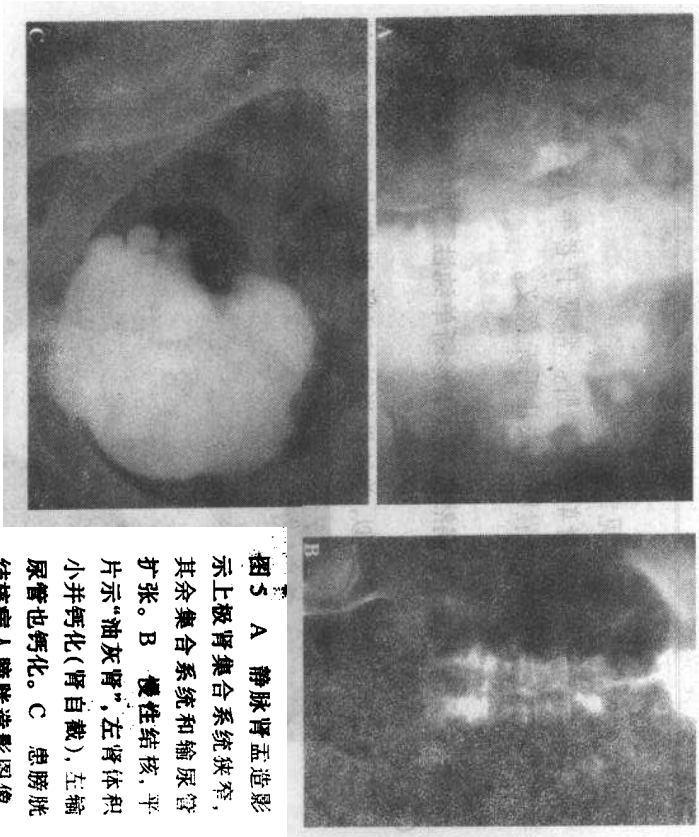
A 静脉肾盂造影示上极肾集合系统狭窄,其余集合系统和输尿管扩张。B 慢性结石,平片示“油灰肾”,左肾体积小并钙化(肾自截),左输尿管也钙化。C 患膀胱结核病人膀胱造影图像,膀胱轮廓呈分叶状,膀胱纤维化所致假憩室
